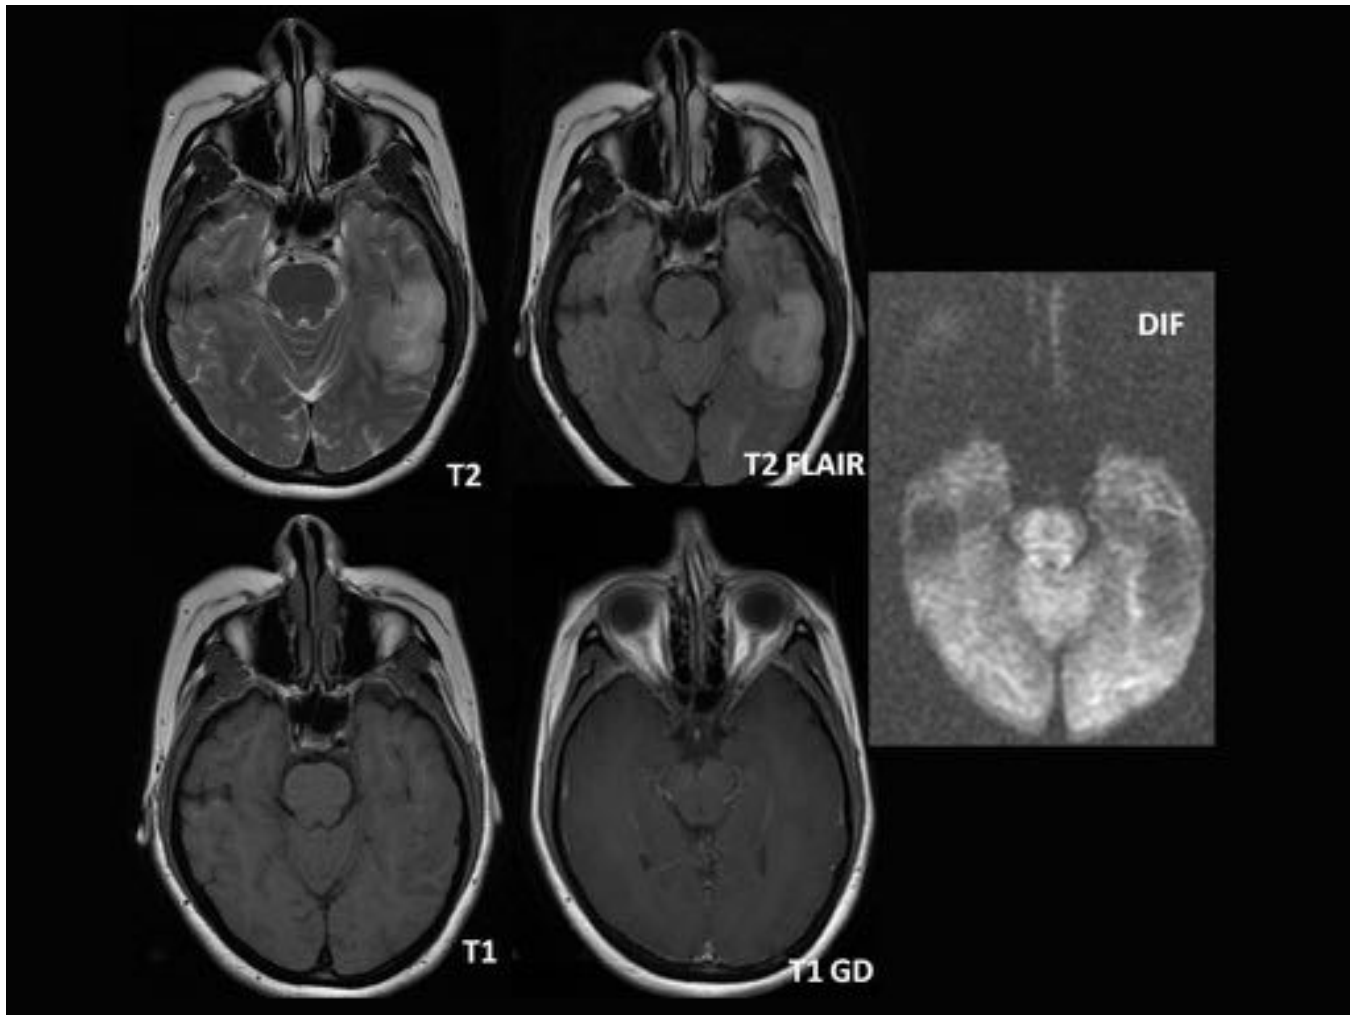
Se realiza RMN cerebral donde se identifica una lesión isointensa en T1, hiperintensa en T2, que no capta contraste y no restringe la difusión.
